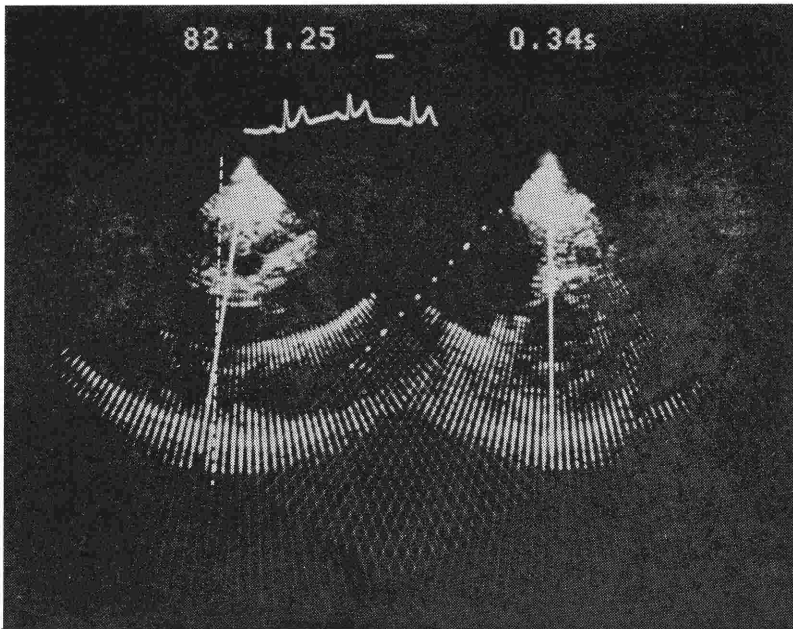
同時直交二断面断層心エコー法による左室長軸・短軸像<sup>29)</sup>
